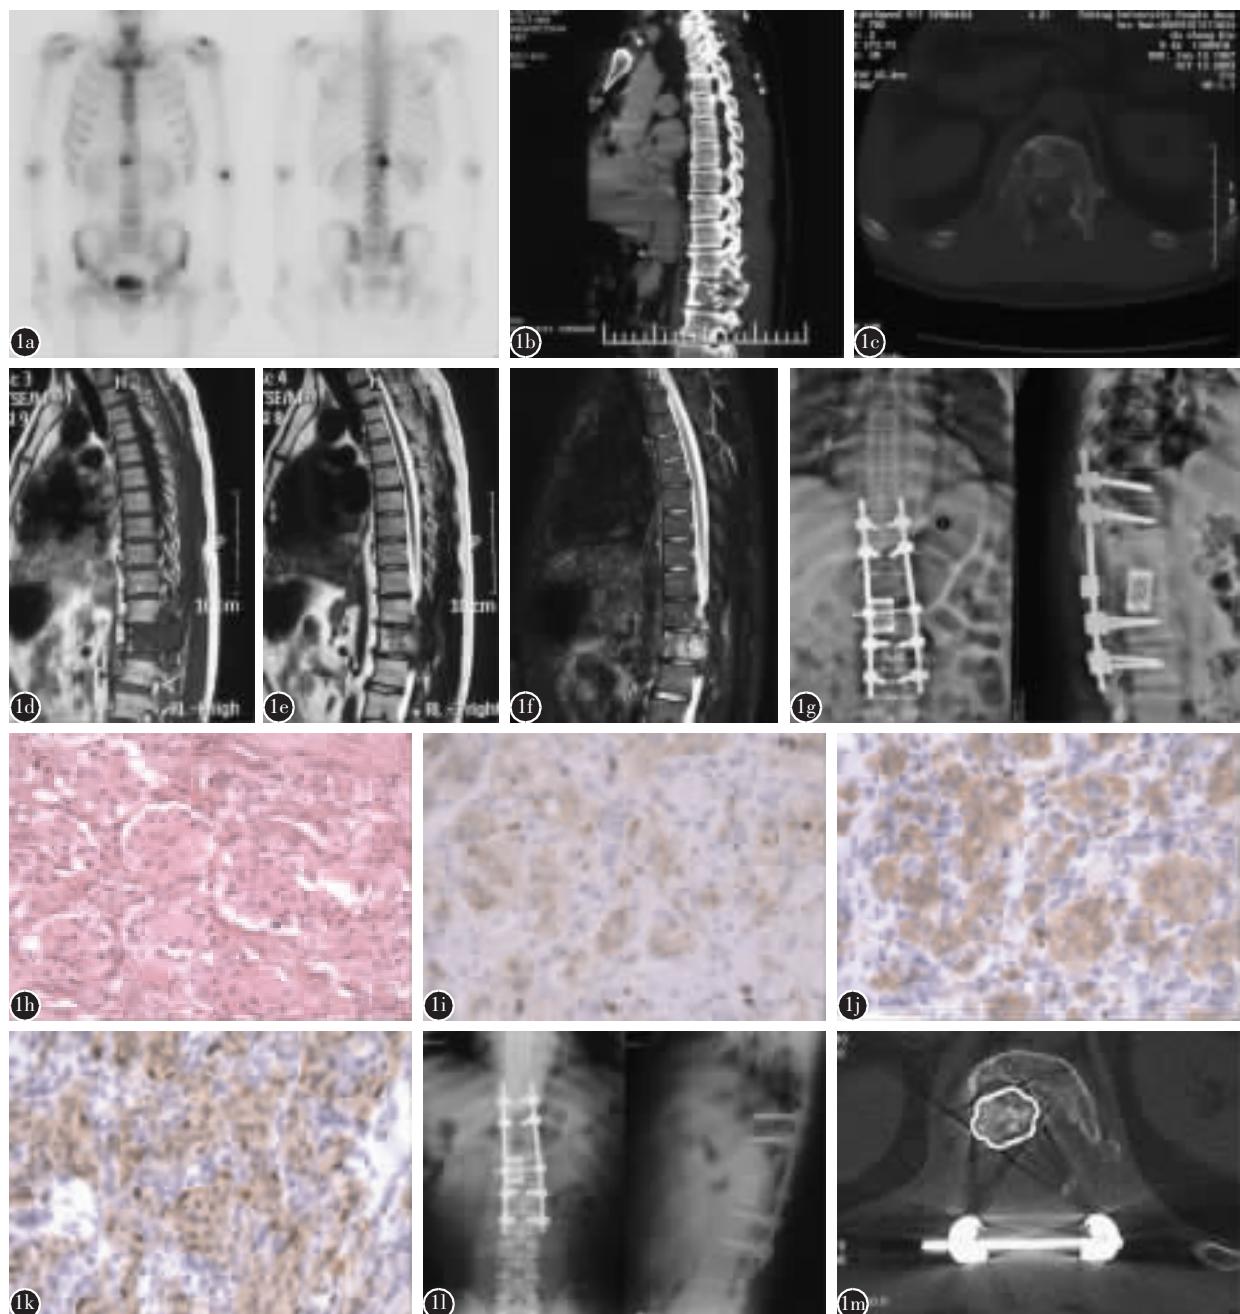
病例 3 a 术前核素骨扫描示 T12 椎体放射性异常浓聚 b 术前矢状位 CT 示 T12 椎体及 T11 右侧椎板、椎弓根不规则骨质破坏 c 术前 T12 横断面 CT 示椎板、椎弓根破坏 d~f 术前 MRI 示 T1WI 肿瘤呈低信号,T2WI 肿瘤呈中高信号,抑脂像呈高信号强度并可见“椒盐征” g 后路附件及 T12 椎体肿瘤切除,钛网植入+椎弓根螺钉内固定术后 X 线平片示内固定位置良好 h 肿瘤切片 HE 染色示细胞呈圆形或多边形,排列成巢状,胞浆丰富透明、嗜酸,瘤细胞核大呈圆形或卵圆形,核仁清楚,未见核分裂象,血窦丰富($\times 200$) i~k 免疫组化染色($\times 200$),分别为 Syn(+),CgA(+),S-100(+) l 术后 1 年 X 线平片示未见内固定断裂、松动 m 术后 1 年 CT 示内固定未见断裂、松动,肿瘤无复发
